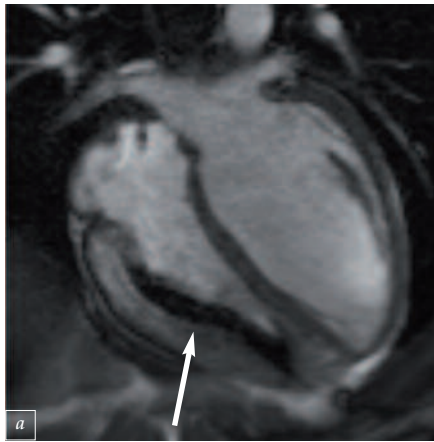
MRT des Herzens nach Implantation eines bedingt MR-kompatiblen Schrittmachersystems; die Sonde (Pfeil) stellt sich mit geringer Artefaktbildung als schwarze Struktur im rechten Ventrikel dar (a) im 4-Kammerblick, (b) in der kurzen Herzachse
